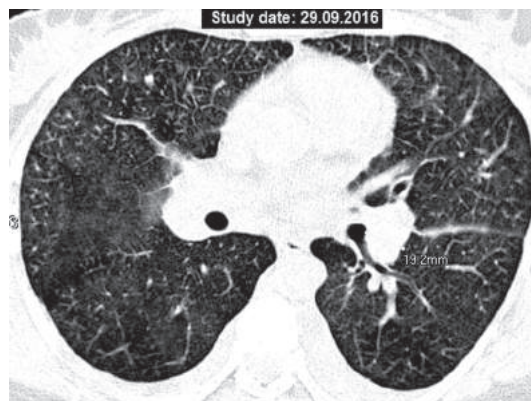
КТ ОГП больной Н., 42 лет: двустороннее симметричное увеличение прикорневых лимфатических узлов (диаметр по короткой оси слева — 19,2 мм), диффузное снижение прозрачности паренхимы по типу матового стекла; утолщение междольковых перегородок.
